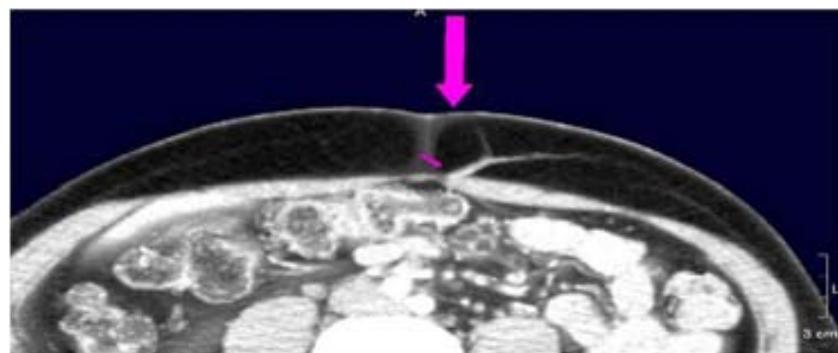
Imagen obtenida con el TAC de multidetectores. Corte axial. La flecha señala el punto exacto donde la perforante atraviesa la vaina del recto.
